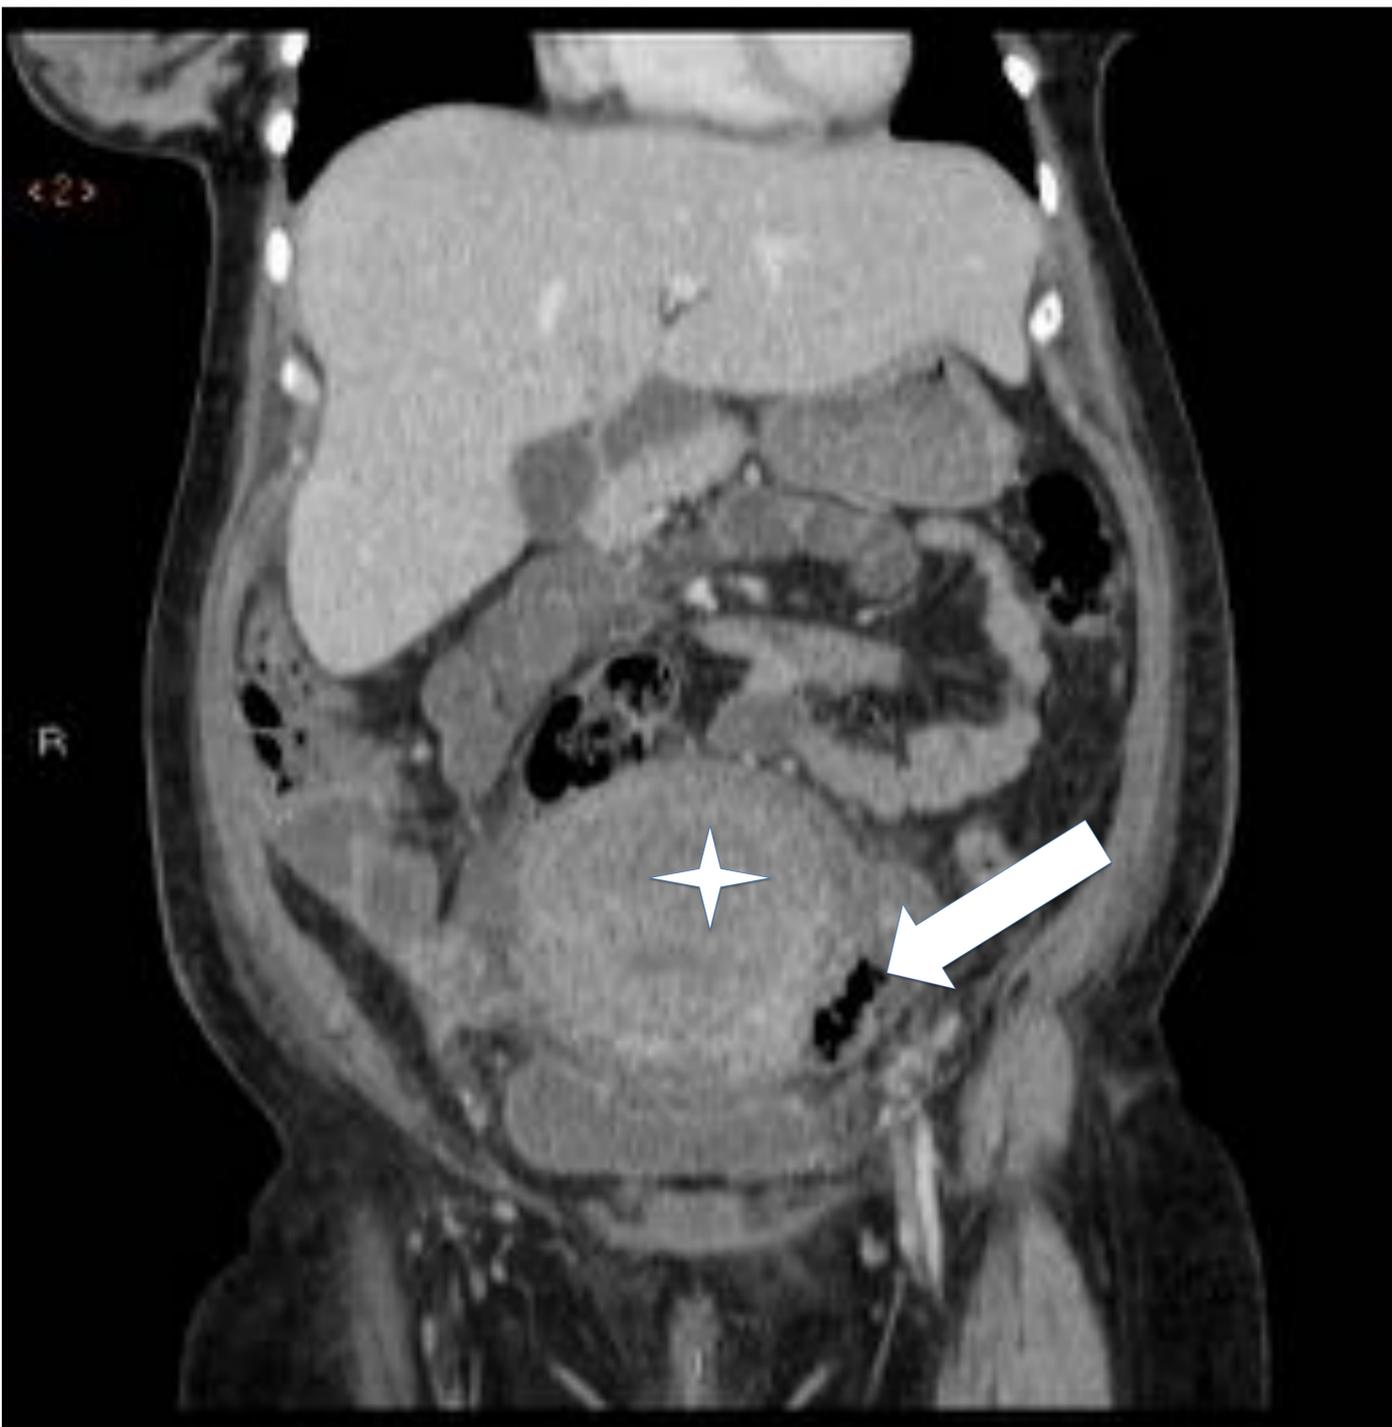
Corte coronal de TC de Abdomen con CIV. Visión en el plano coronal de la colección con burbujas aéreas descrita en imagen previa. Además se observa un útero de densidad heterogénea y aumentado de tamaño en relación con embarazo y cirugía recientes (estrella).
